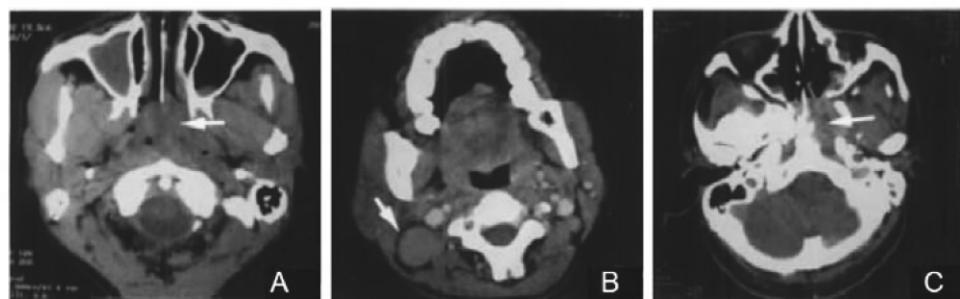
鼻咽癌CT表现。A:侵及后鼻孔;B:颈部淋巴结转移;C:颅底骨质破坏
